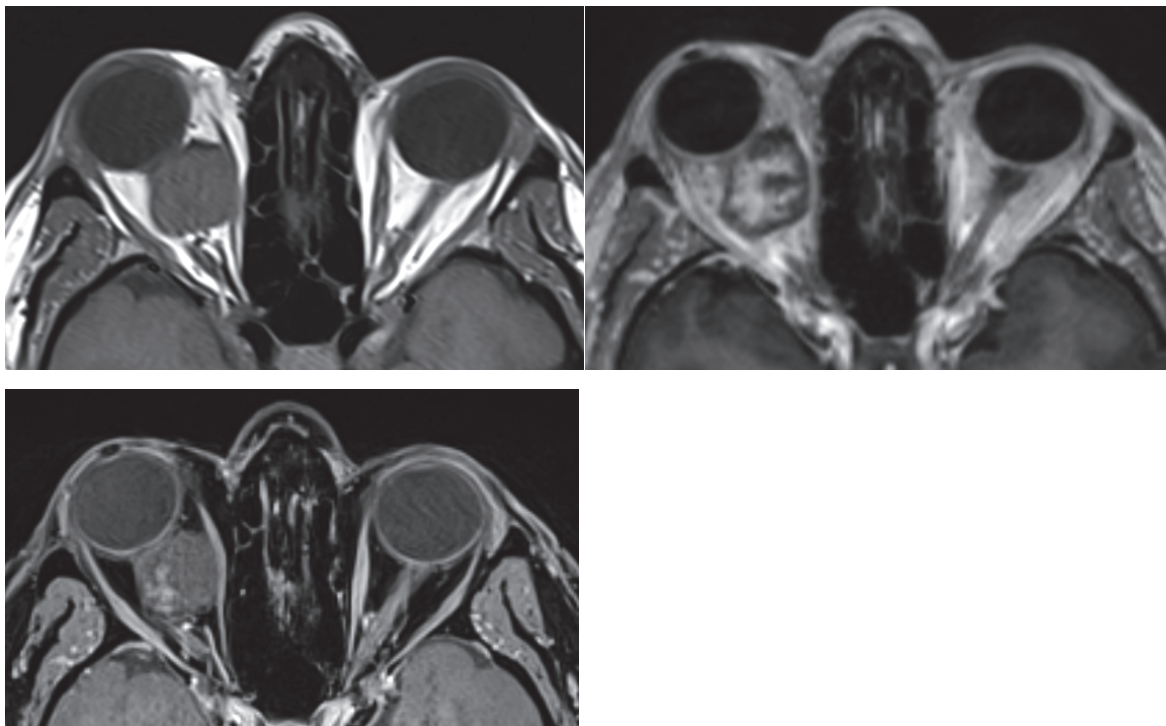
IRM orbitaire, hémangiome caverneux, coupe axiale. A. T1. B. T1 avec injection. C. T1 avec injection et suppression du signal de la graisse.
